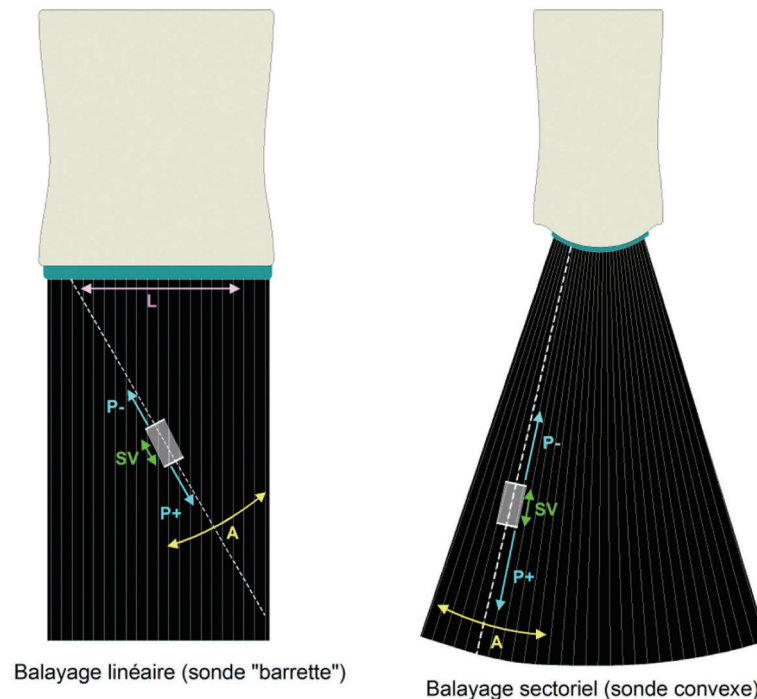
En balayage linéaire (à gauche) la ligne de tir du Doppler à émission pulsée peut être déplacée latéralement (L), et plus ou moins inclinée (A). En balayage sectoriel (à droite), la ligne de tir représente obligatoirement, comme en mode échographique, l'un des rayons du secteur. Dans les deux cas, le volume de mesure (SV) peut être élargi ou rétréci, et déplacé le long de la ligne de tir vers la sonde (P-) ou à distance (P+).
